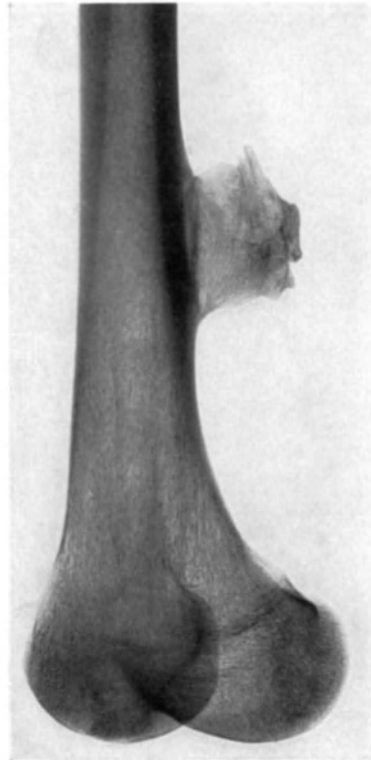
Die Exostose der Abb. 83 im Röntgenbild. Der Oberschenkel ist so gedreht, daß der Ansatz der Exostose an der Knochenrinde deutlich hervortritt. Über der ursprünglichen Knochenrinde tritt eine haarfeine Linie am Original hervor.
